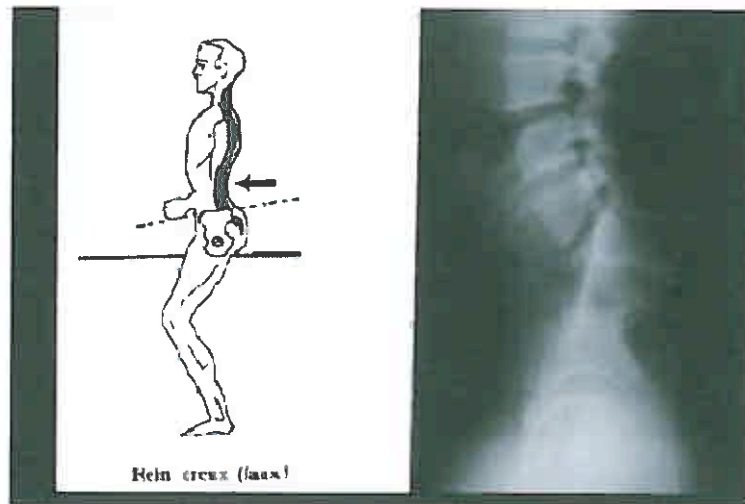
Le rein creux, étude radiographique
